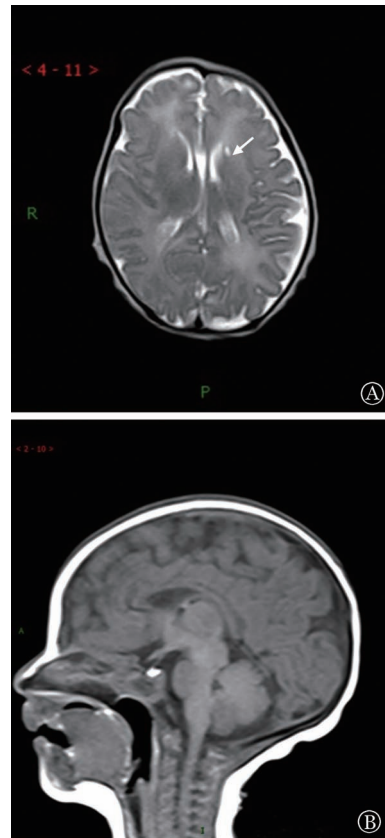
骨髓衰竭综合征 4 型患儿颅脑横截面 (A)、矢状面 (B) MRI 示左侧侧脑室前角旁室管膜下囊肿 (箭头所示)
